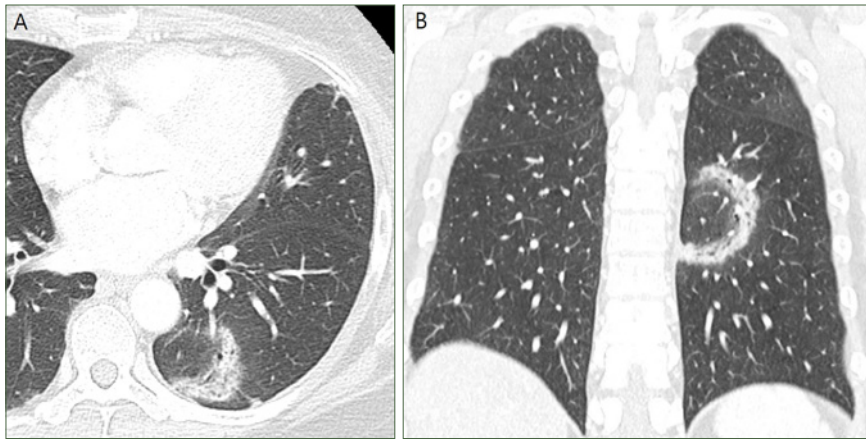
(A, B) Reversed halo (or atoll sign) is well shown on axial (A) and coronal (B) CT images in a patient with organizing pneumonia pattern, which exhibits central area of ground-glass opacity with dense crescentic or ring-shaped periphery.
